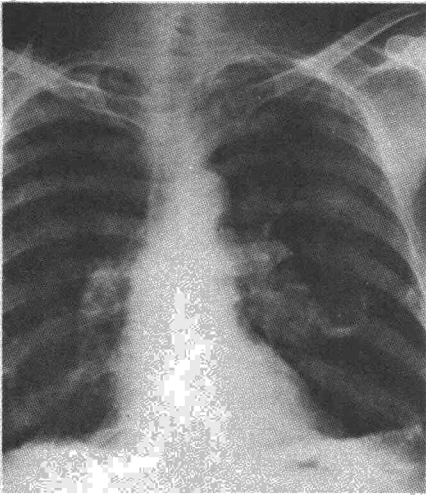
Radiografía P.A. de tórax que muestra una imagen ulcerada con nivel en campo medio de hemitórax izquierdo.
